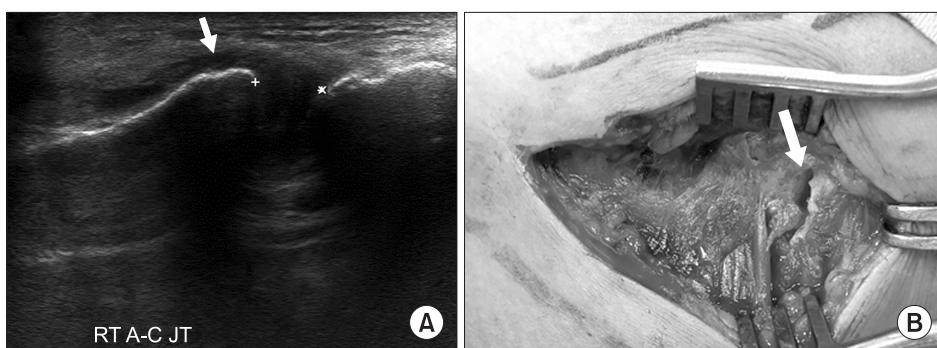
Injury of the A-C JT. (A) Ultrasonography of the A-C JT showing a widened joint space (between two crosses) and fluid (arrow). (B) Intraoperative photo showing a torn acromio-clavicular ligament (arrow). RT, right; A-C JT, acromio-clavicular joint.
